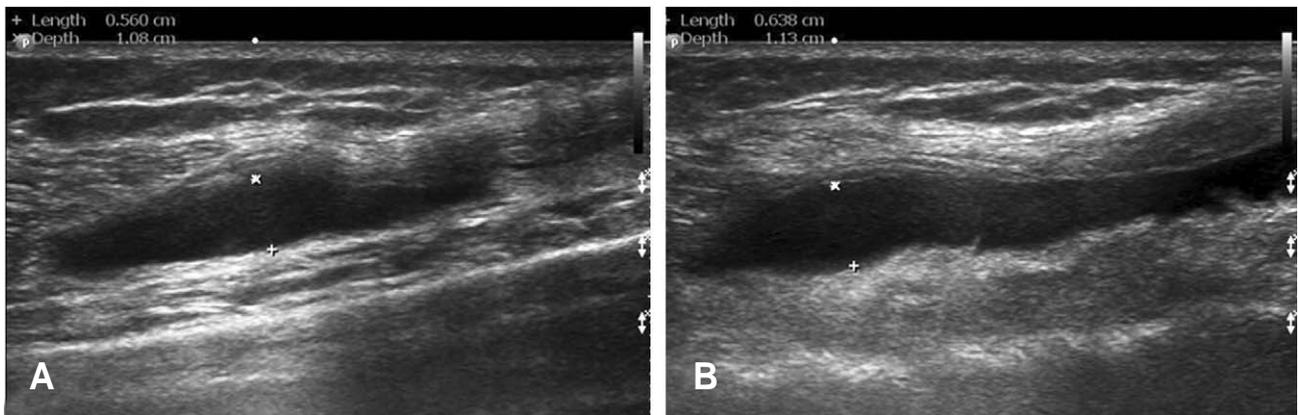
Sonography showing the knee effusion without manual compression (A) and with manual compression (B).
